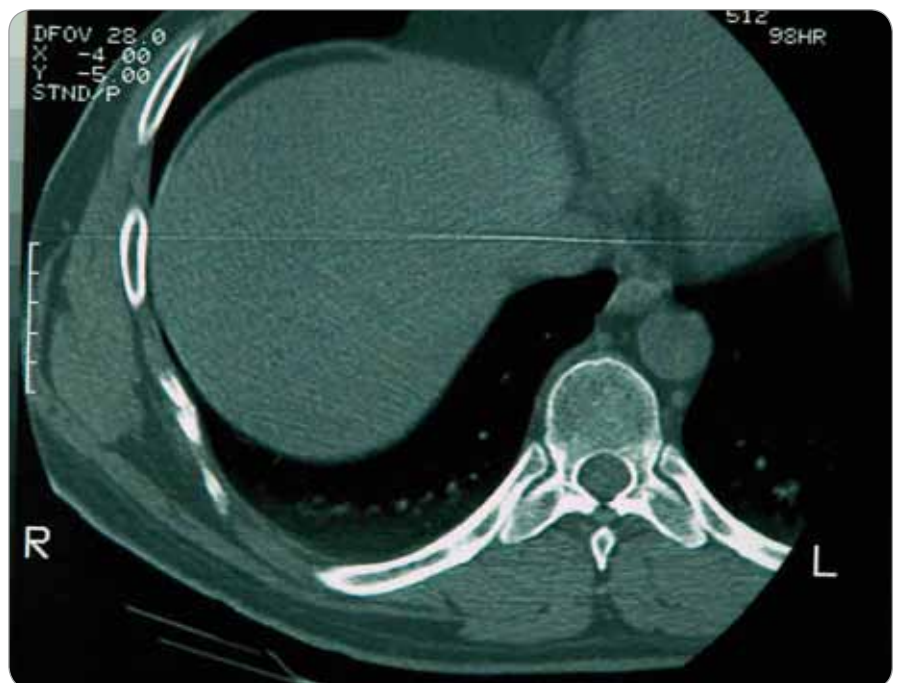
Thoracic CT scan demonstrating osteolytic lesions and pathologic fracture of the 8th rib and thickening of the adjacent soft tissue.
